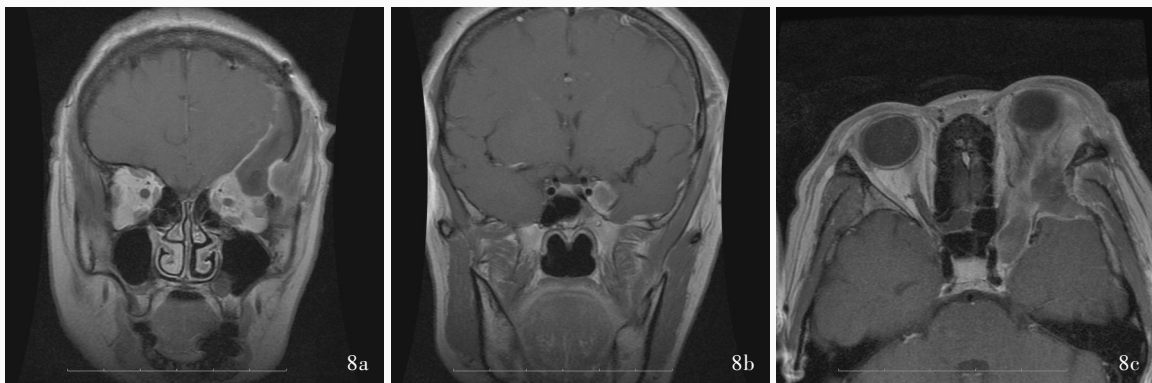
术后3个月眼眶MRI检查所见 8a 冠状位增强T₁WI显示,眶尖区病变全切除 8b 冠状位增强T₁WI显示,海绵窦区病变全切除 8c 横断面增强T₁WI显示左侧眼眶-海绵窦区域病变全切除
